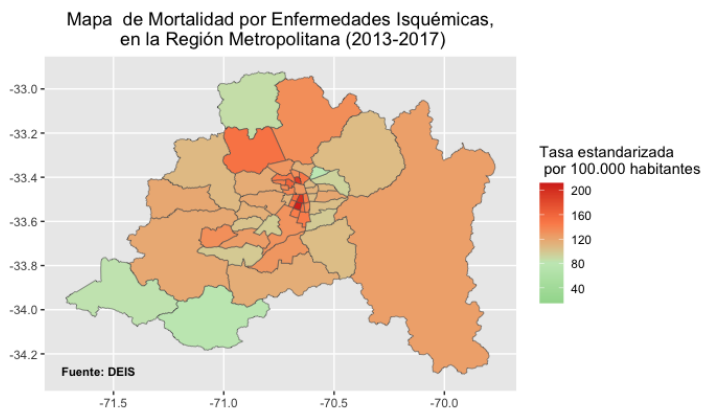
Mapas de mortalidad por Enfermedades Isquémicas en la RM (2013-2017)
